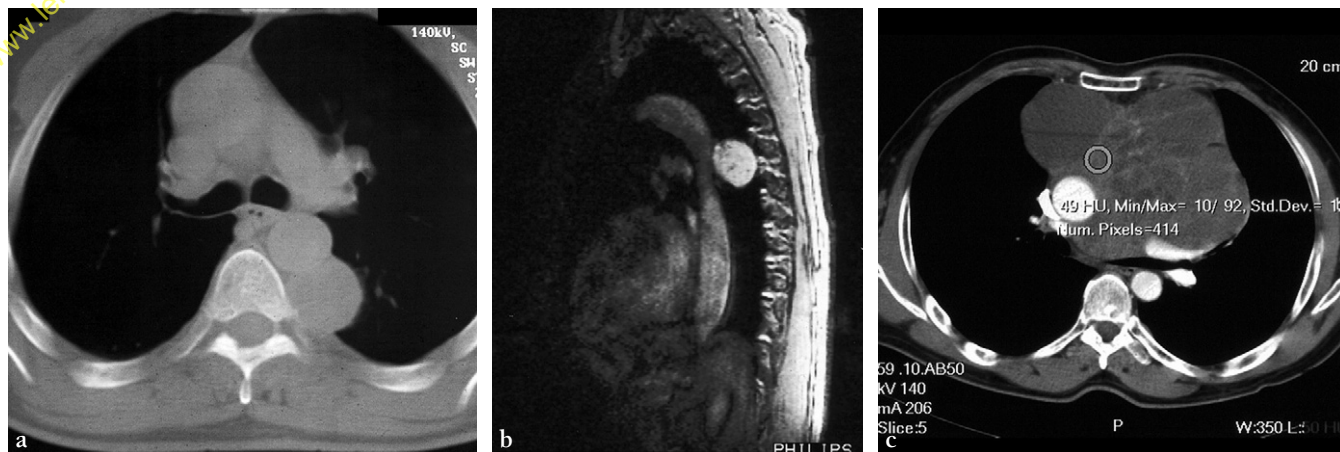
Masses médiastinales hypervasculaires : paragangliome latéro-aortique. (a) TDM. (b) IRM : hypersignal après gadolinium. (c) Carcinome thymique.
